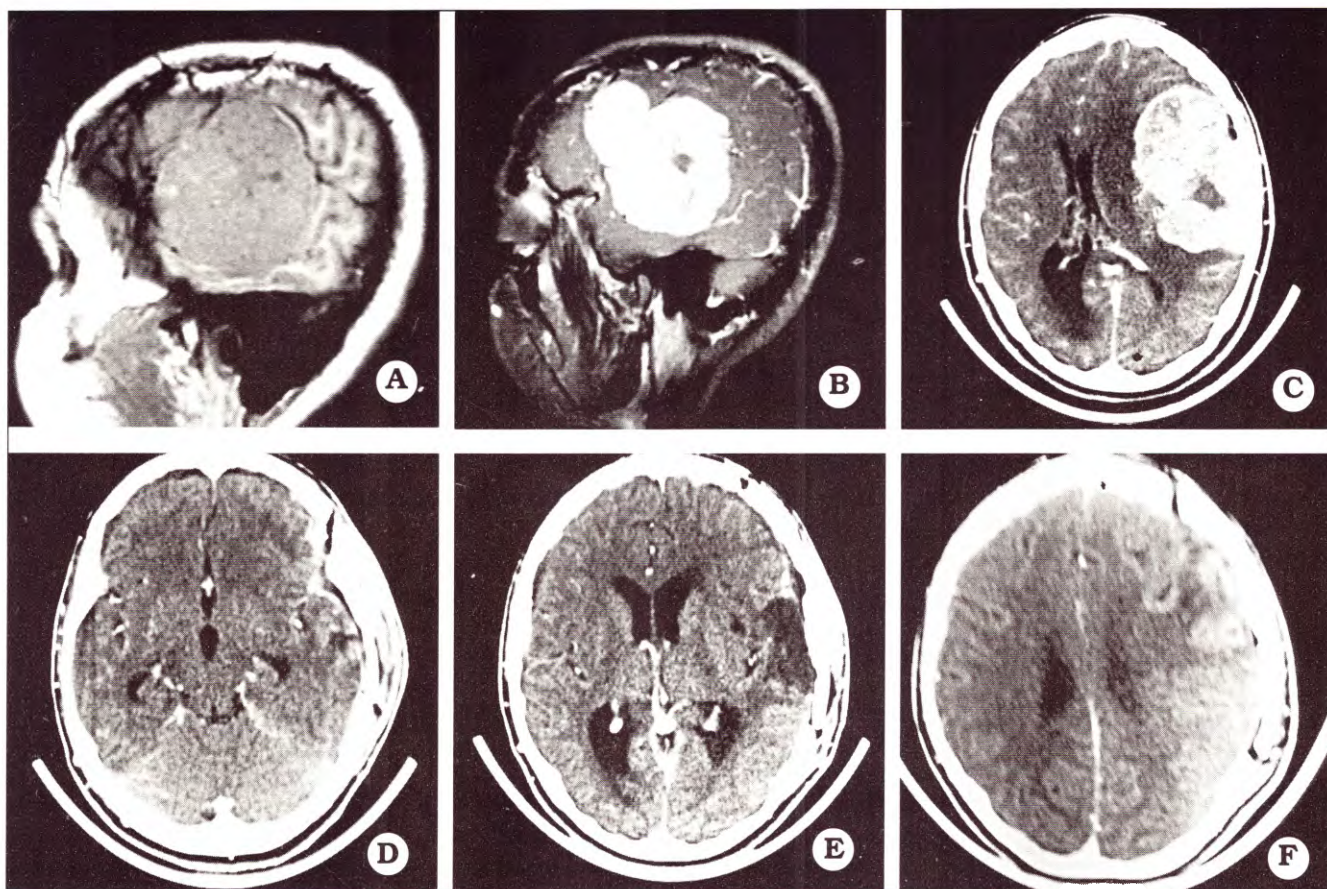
A y B. IRM. Cortes parasagitales sin y con gadolinio: se observa un meningioma gigante del ala esfenoidal. C. Corte axial con contraste: importante edema y desplazamiento de línea media. D, E y F. TAC con contraste: control postoperatorio sin restos tumorales, exéresis total Simpson 2.
